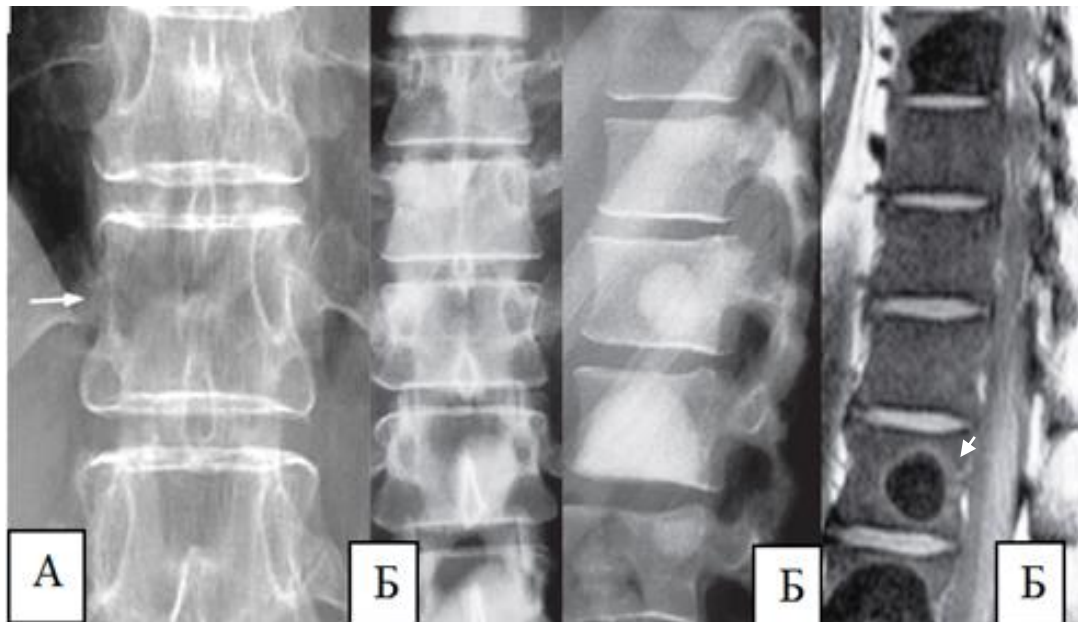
Рентгенограми в прямій і бічній проекціях різних пацієнтів (А,Б) та МРТ постконтрастне T133 у сагітальній площині. Варіанти метастатичного ураження хребта: А – літичний метастаз у тілку дуги при раку молочної залози; Б – склеротичні метастази в тілах хребців при раку передміхурової залози. На відміну від еностоза при метастатичному ураженні патогномонічною його ознакою є кільцевидне периферичне накопичення контрастної речовини (стрілка).
